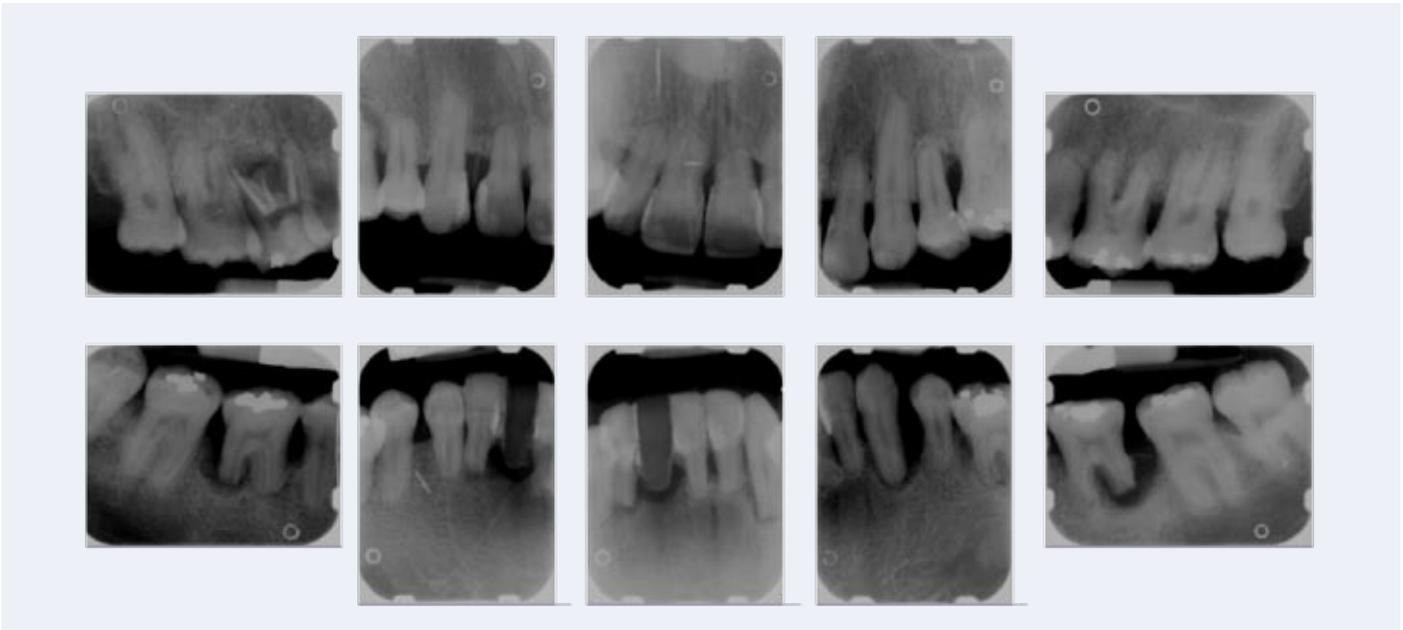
Serie de radiografías previas.
